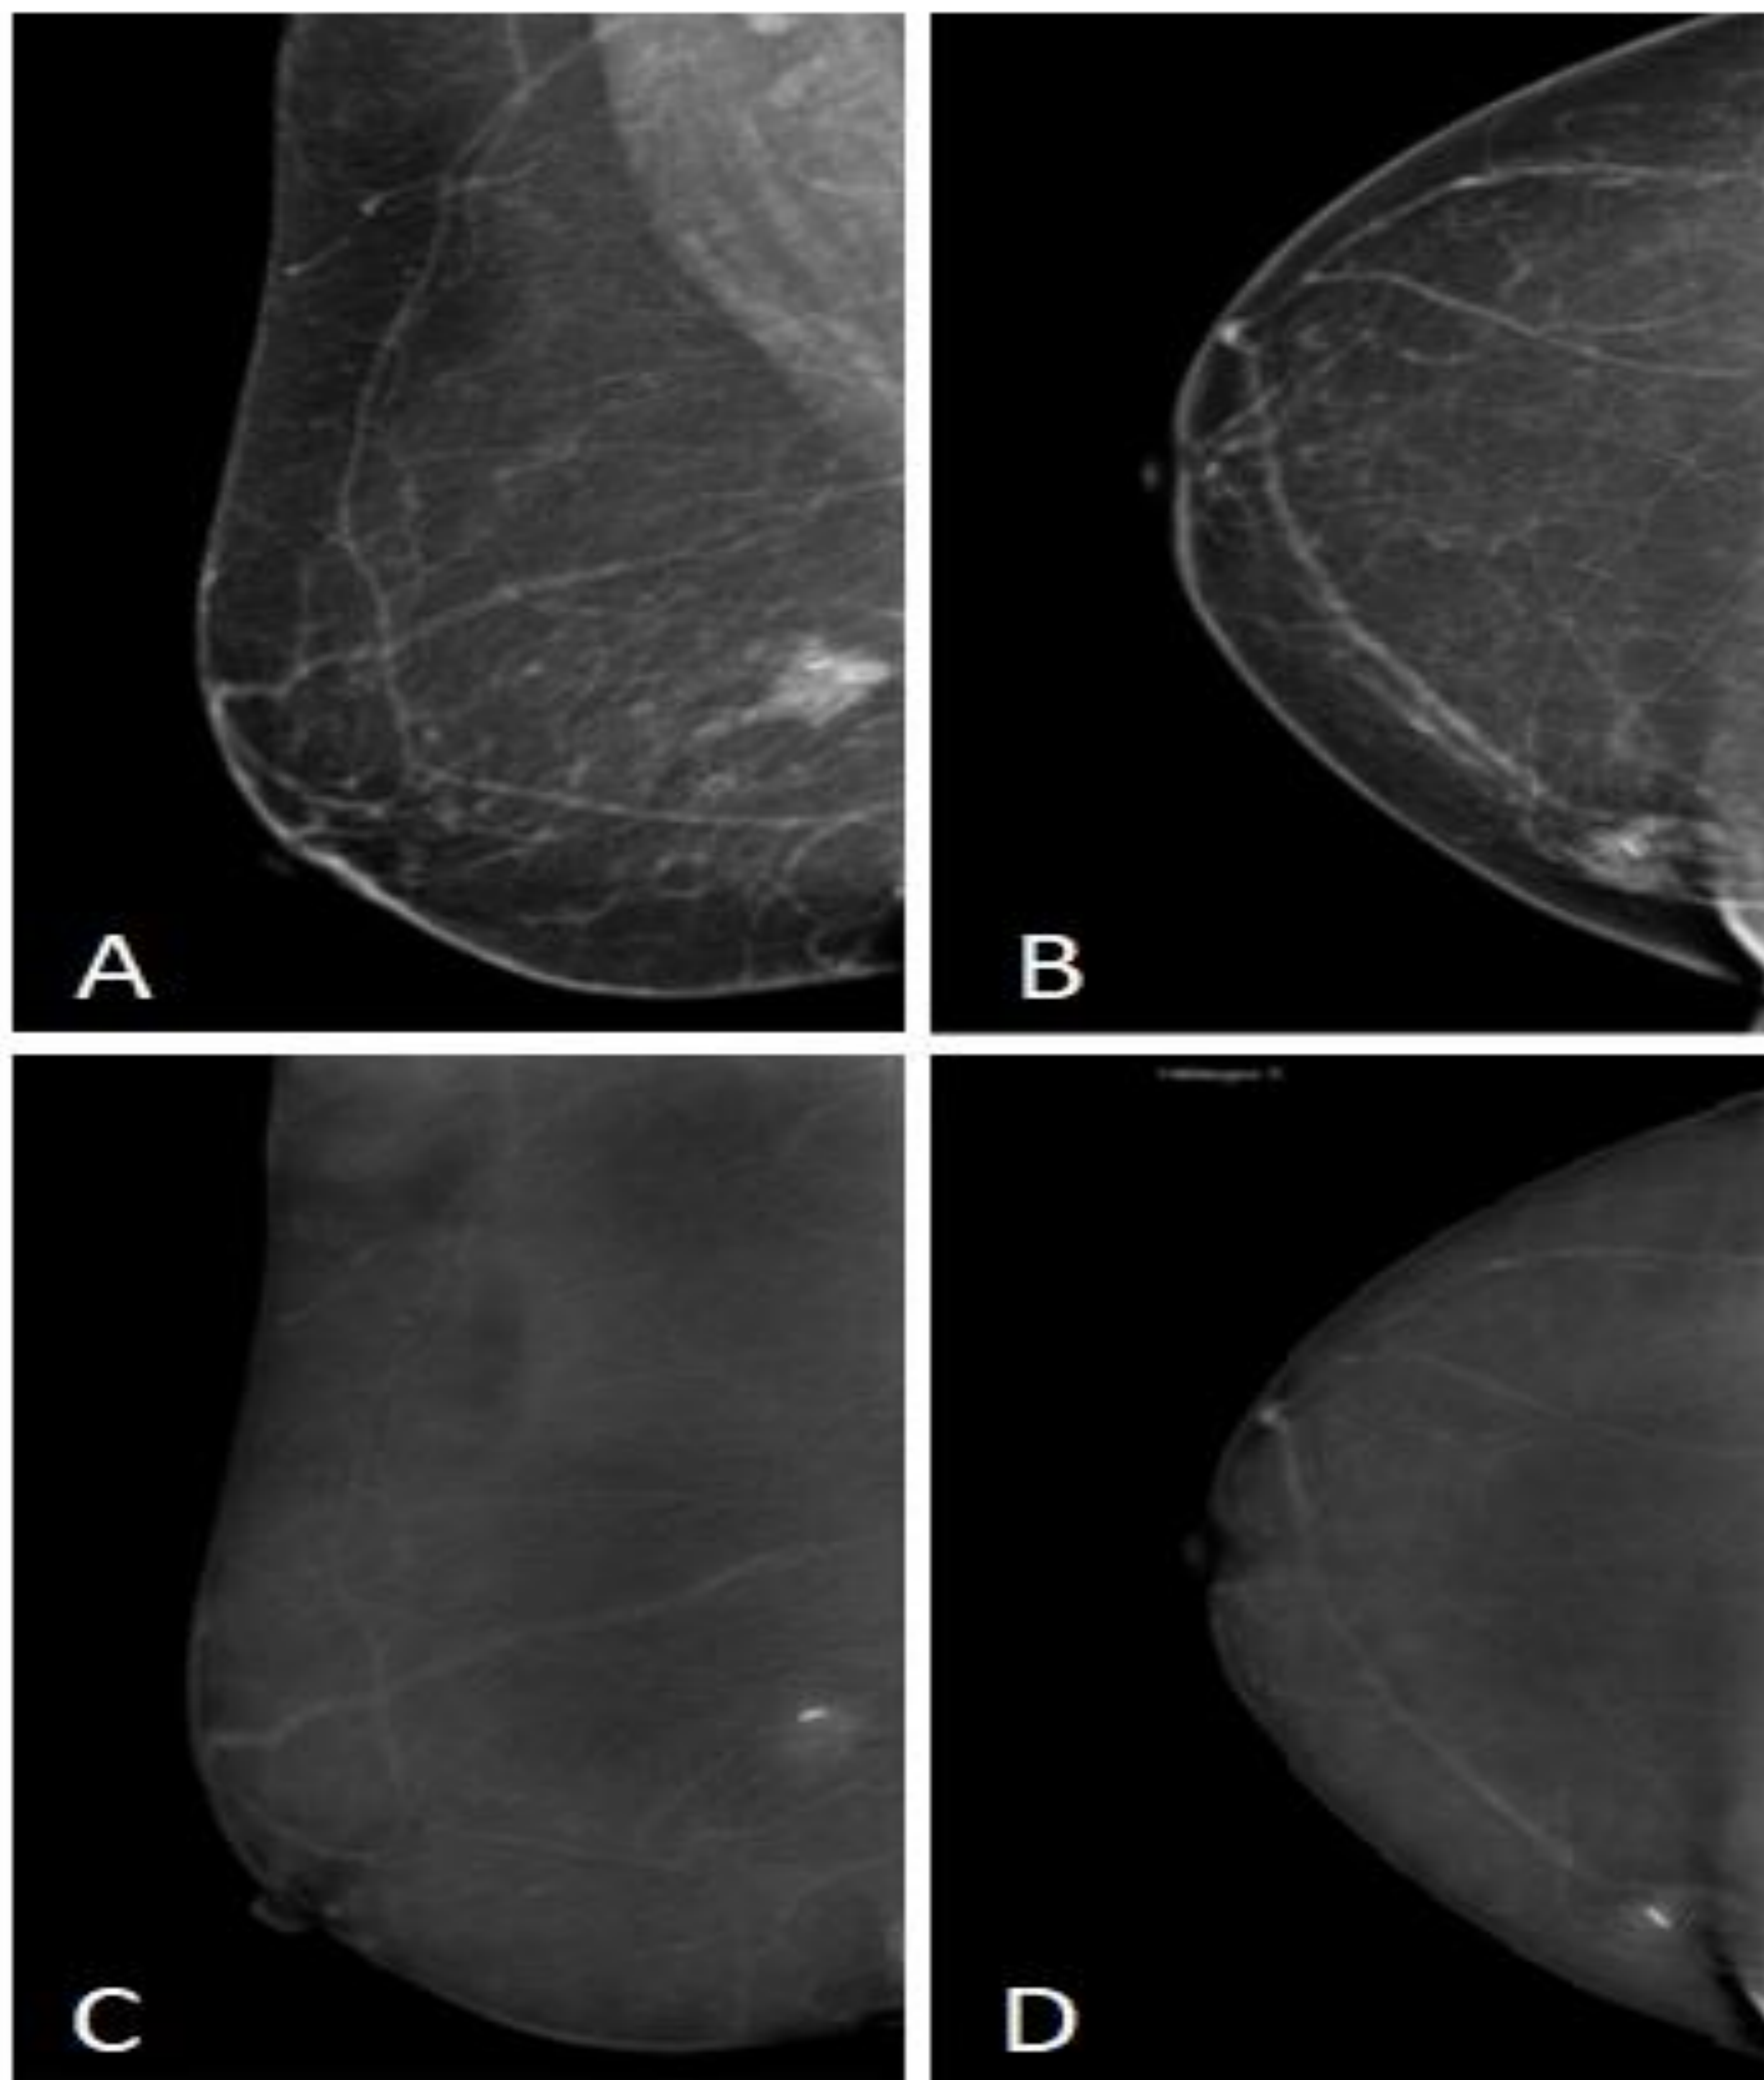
Estadificación de carcinoma ductal infiltrante; nódulo en CIE de mama derecha. A y B) Proyecciones de baja energía OML y CC de mama derecha. En UCINT de mama derecha, nódulo denso de bordes desdiferenciados. C y D) Imagen combinada. Captación glandular de fondo mínima difusa. En UCINT de mama derecha realce nodular de aproximadamente 16 mm, BI-RADS® 5. Se realizó posterior BAG guiada por ecografía con resultado de carcinoma ductal infiltrante, con axila estadificada mediante ecografía con resultado negativo.
